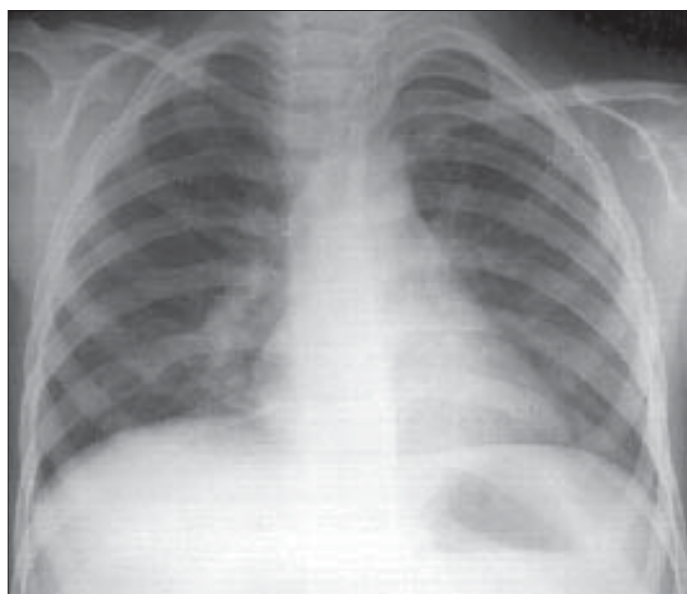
Radiografie toracică PA. Opacitate paracardică dreaptă care mimează o alveolită.
